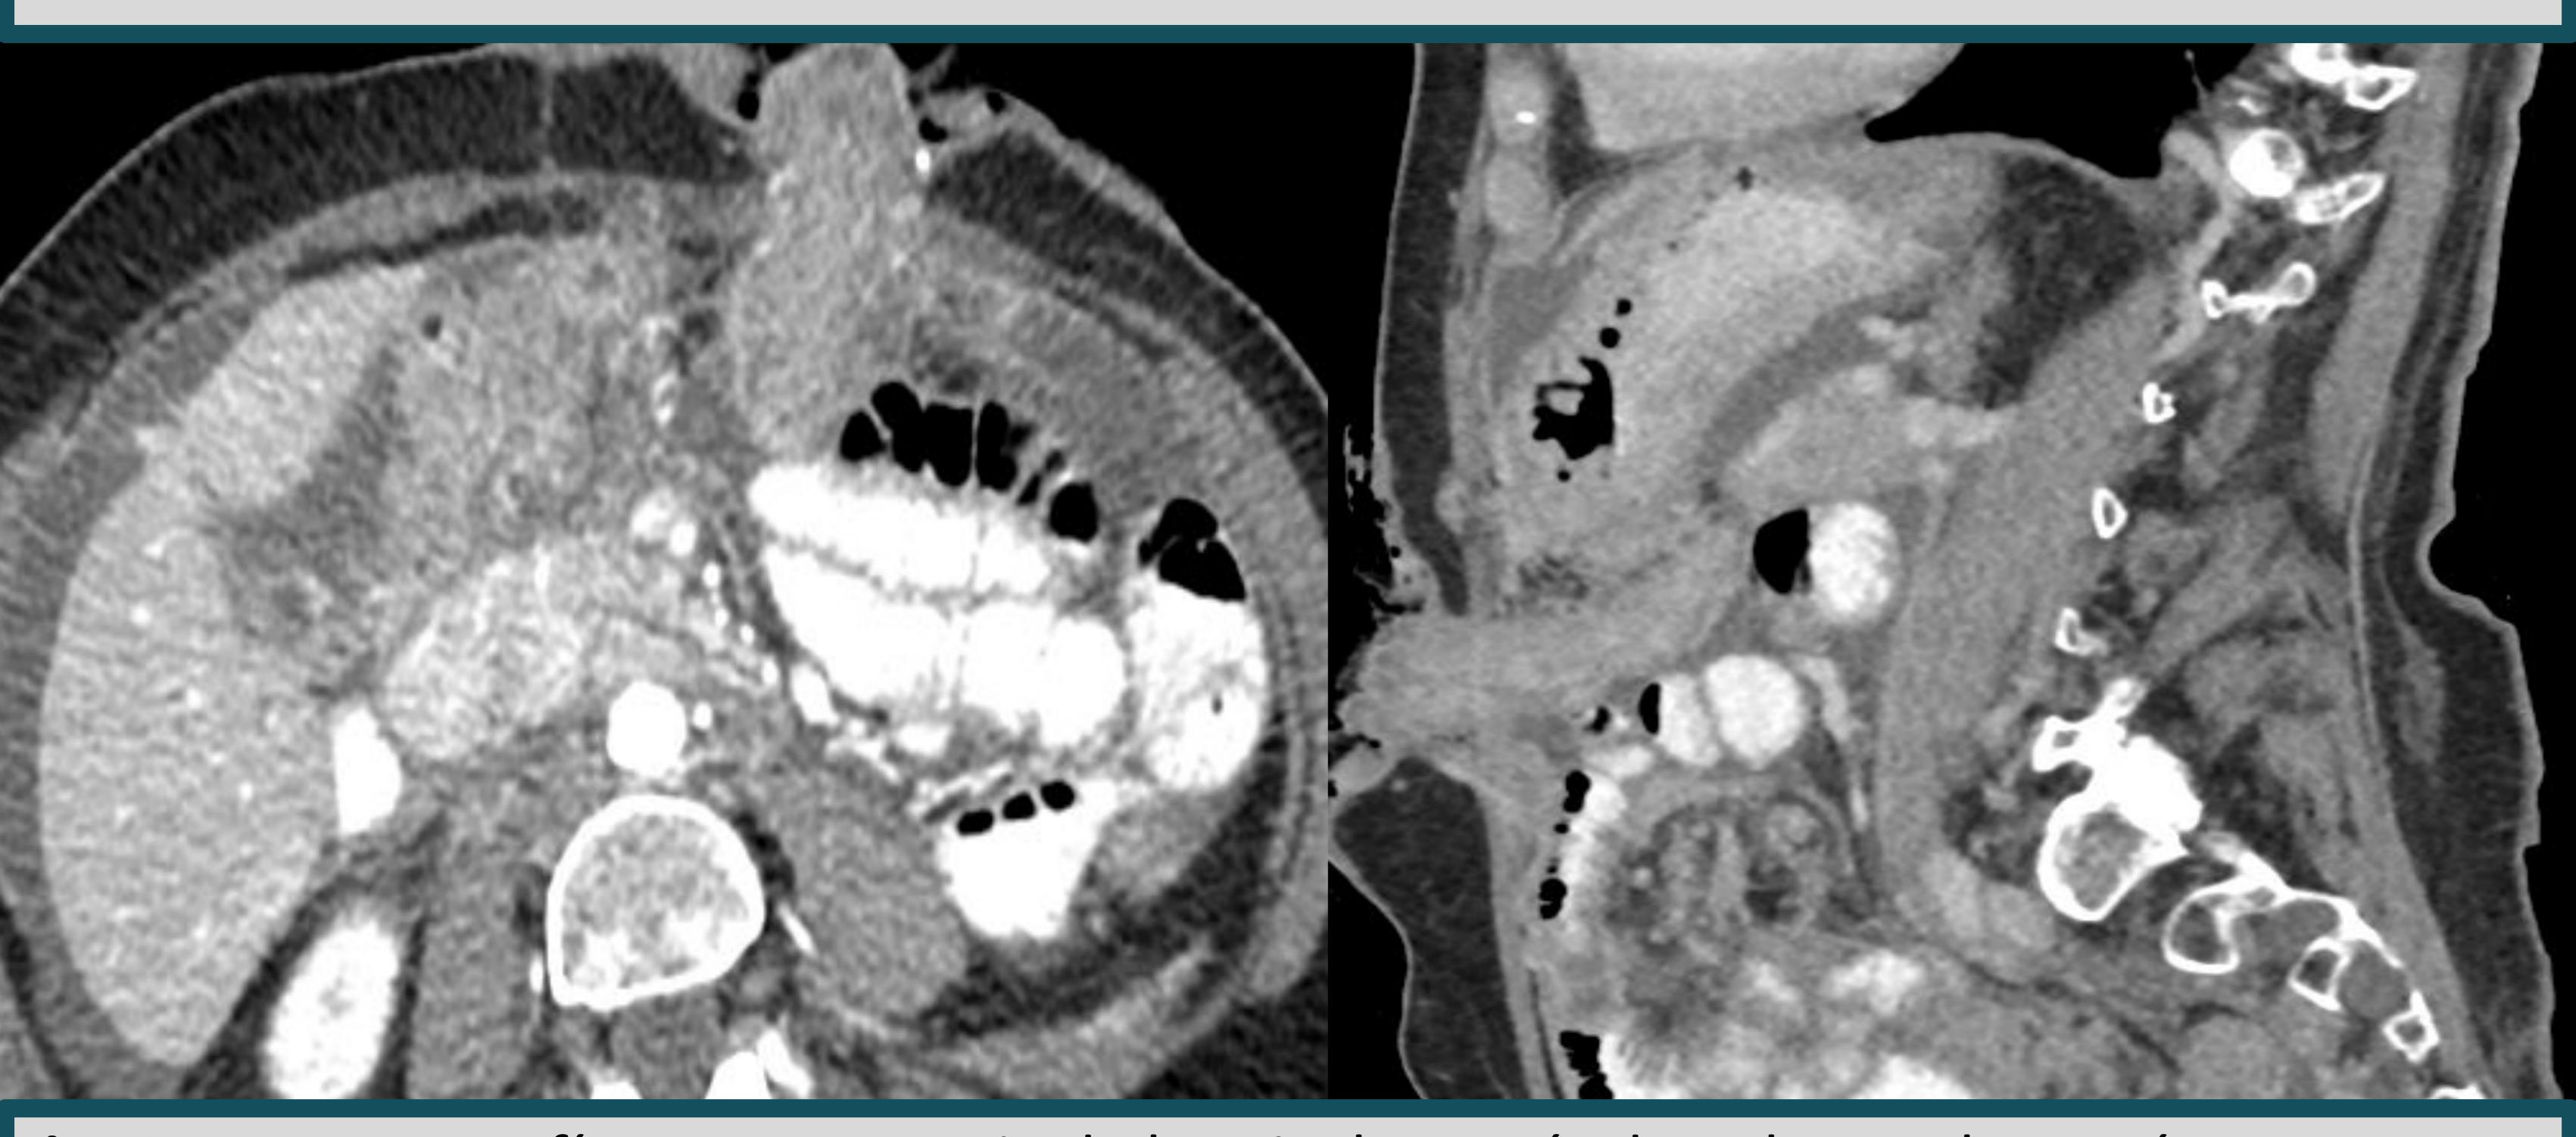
C y D: Tomografía postoperatoria de hemicolectomía derecha y colostomía por perforación colónica cinco días posteriores a su internación. (Anatomía patológica: Metástasis perforativa parietal colónica difusa por carcinoma subtipo lobulillar.)
